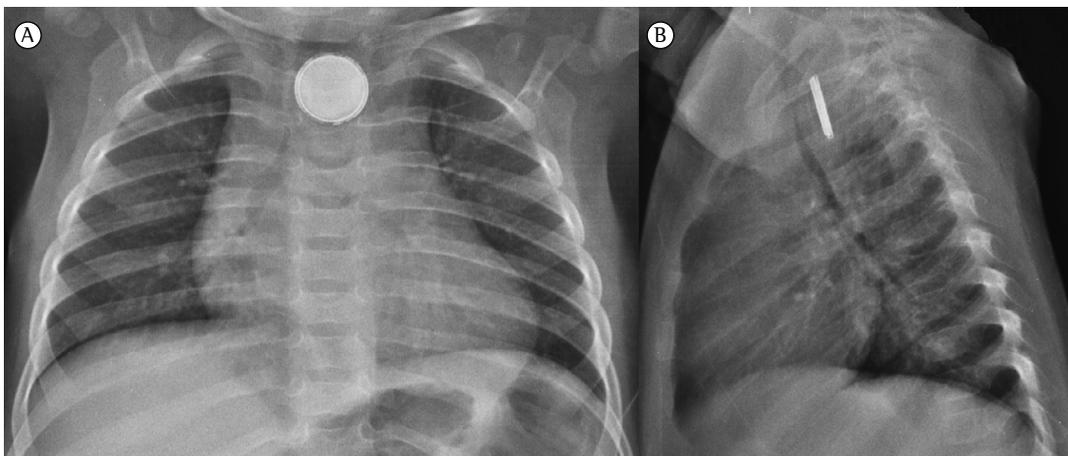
Em A, radiografia de tórax em incidência anteroposterior revelando uma sombra radiopaca circular com dupla borda periférica ou efeito auréola, e, em B, radiografia em perfil mostrando uma sombra em declive, o que permitiu o diagnóstico de bateria botão alojada no esôfago.
